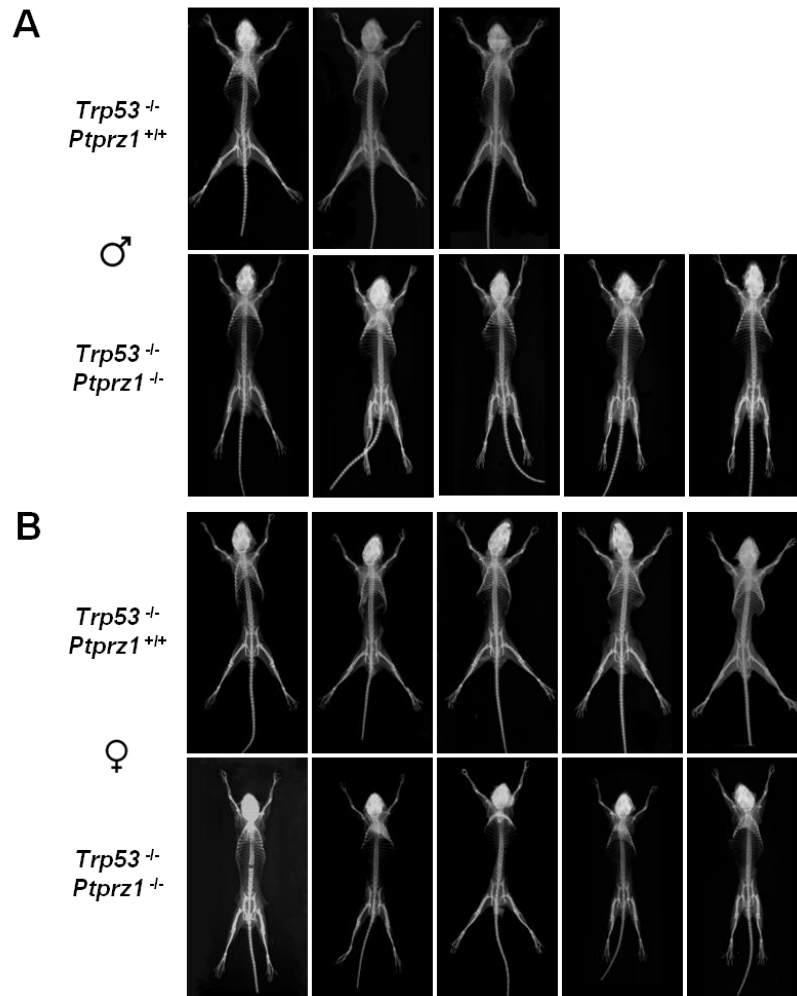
Kontaktradiographien *Trp53*- und *Trp53/Ptprz1*-defizienter Mäuse. In den Darstellungen sind 13 Wochen alte (A) Männchen und (B) Weibchen *Trp53*- (*Trp53^{-/-}/Ptprz1^{+/+}*) und *Trp53/Ptprz1*-Defizienz (*Trp53^{-/-}/Ptprz1^{-/-}*) aufgeführt. Das Augenmerk der Analyse lag auf knöchernen Veränderungen, die Hinweise auf eine Osteosarkomentstehung geben könnten.
